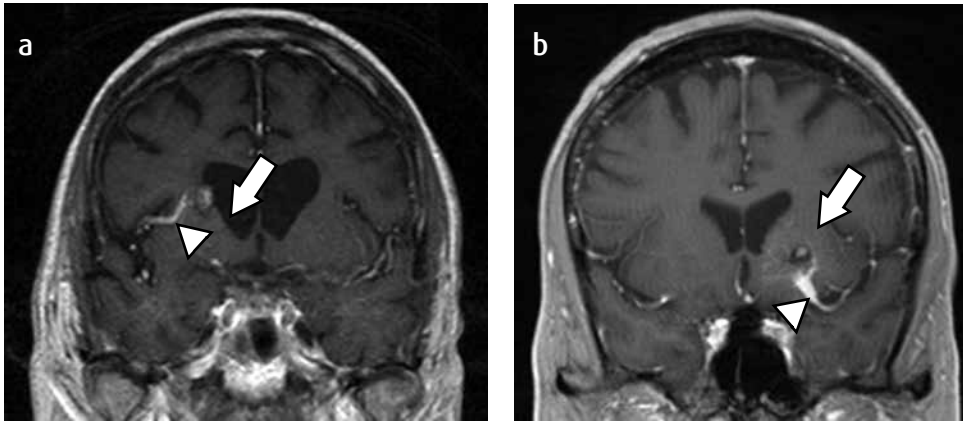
(a) RM coronal con información en T1 y gadolinio donde se observa una pequeña malformación cavernosa periventricular derecha (flecha blanca), asociada con una ADV (cabeza de flecha). (b) RM coronal con información en T1 y gadolinio que evidencia otra malformación cavernosa en los ganglios basales izquierdos (flecha blanca), con una ADV adyacente (cabeza de flecha).
